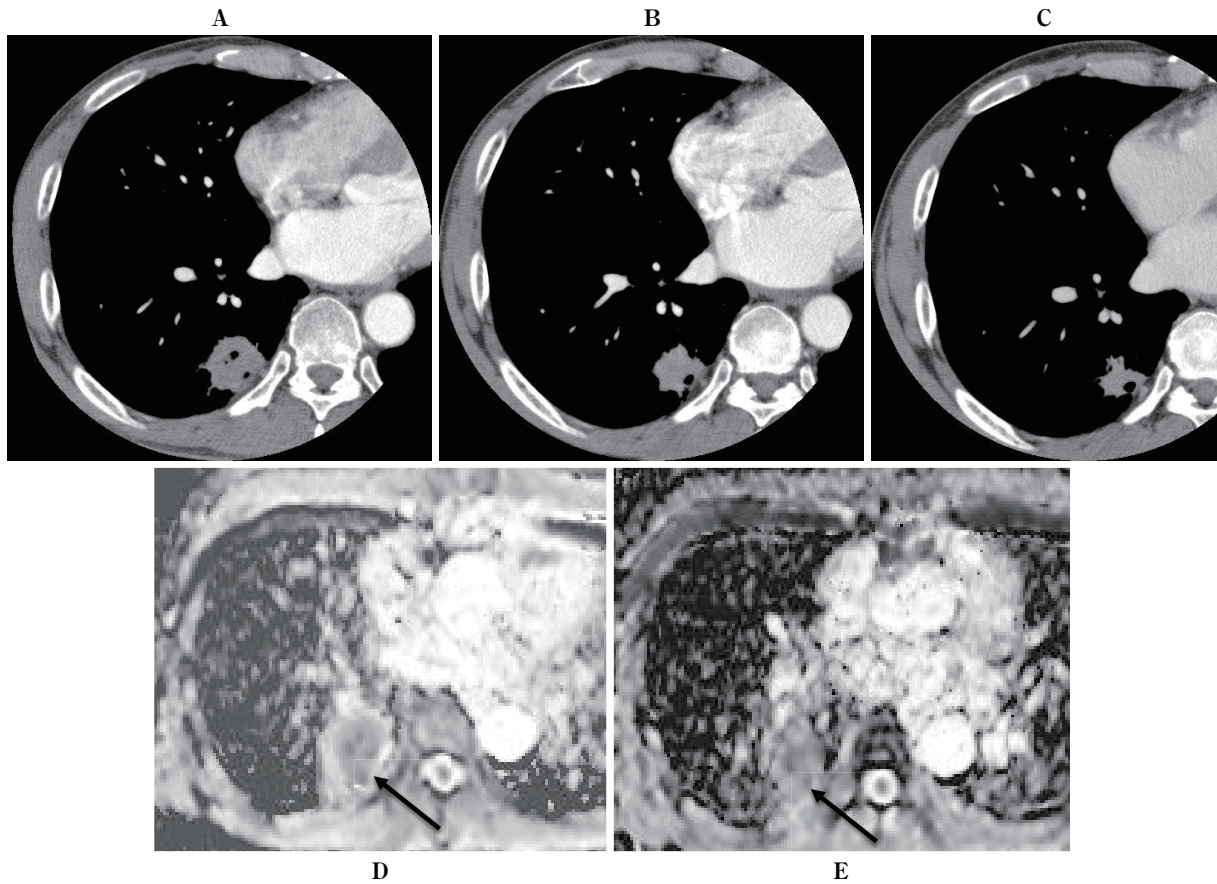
Transverse images from a 55-year-old man with lung cancer (adenocarcinoma, T4N2M0, stage IIIB). He received cisplatin and gemcitabine, and a PR was achieved after 2 courses. (A) CT image obtained before chemotherapy. (B) The CT image after 1 course shows a slight decrease in size (longest diameter: 36 to 32 mm) but SD (reduction rate 11%). (C) The CT image after 2 courses shows a marked decrease in the tumor size (longest diameter: 36 to 18 mm; reduction rate: 50%). ADC maps obtained (D) before and (E) after 1 course of chemotherapy indicate that the ADC of the lesion (arrows) increased from 0.99 to 1.48×10^{-3} mm²/sec after therapy.
